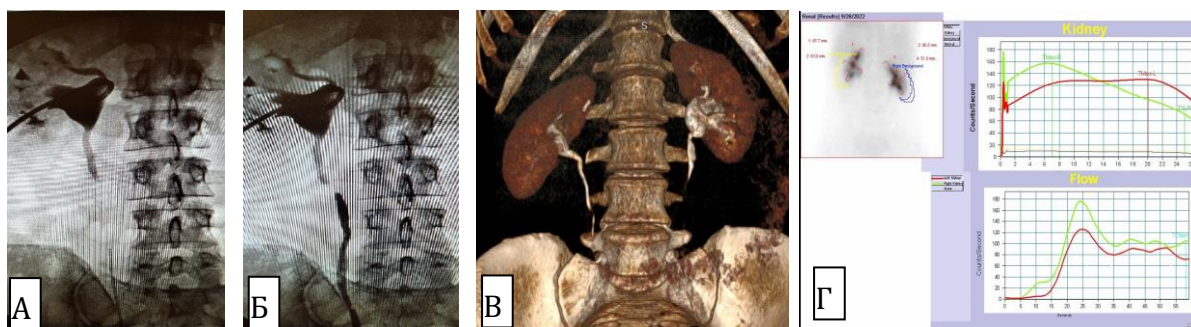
Методы обследования больных. А) Антеградная пиелоуретрография; Б) Анте- и ретроградная уретеропиелография; В) СКТ почек с 3D реконструкцией; Г) Динамическая нефросцинтиграфия
